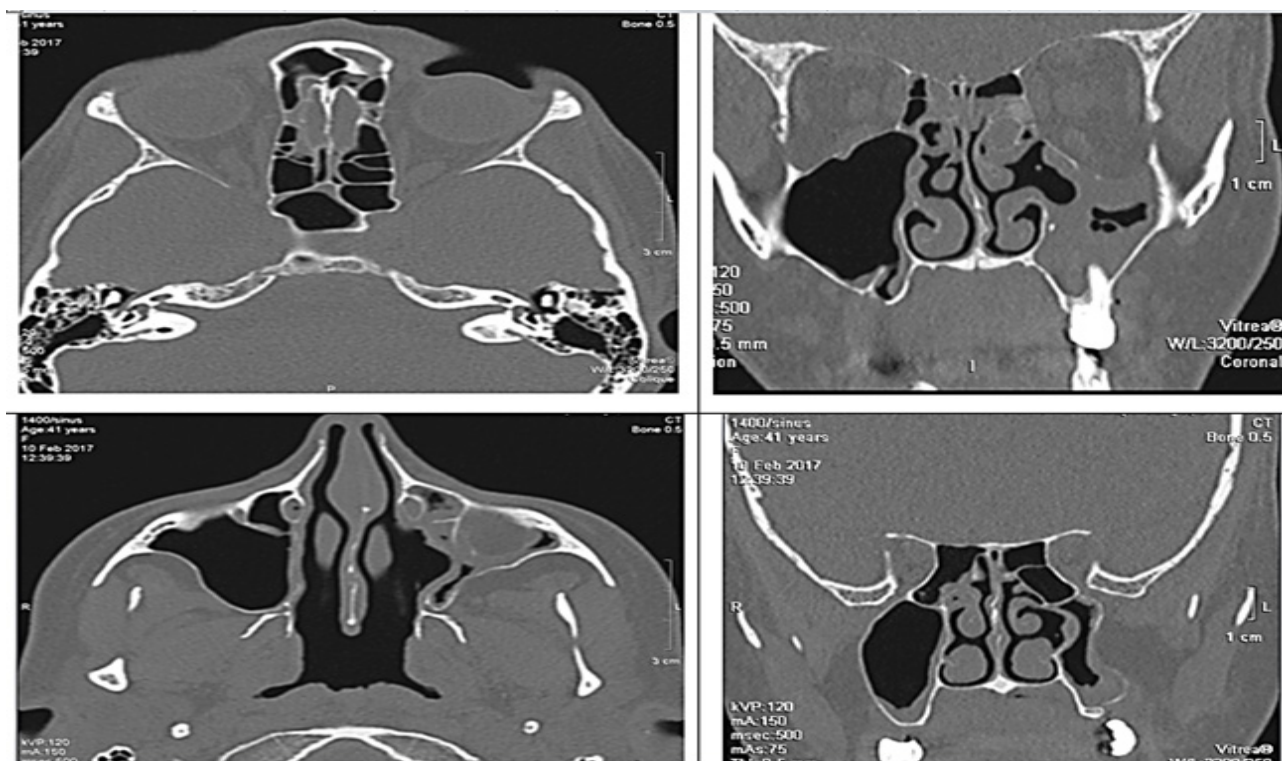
КТ-сканы: увеличение объема левой орбиты, субтотальное снижение пневматизации и ателектаз левой верхнечелюстной пазухи
